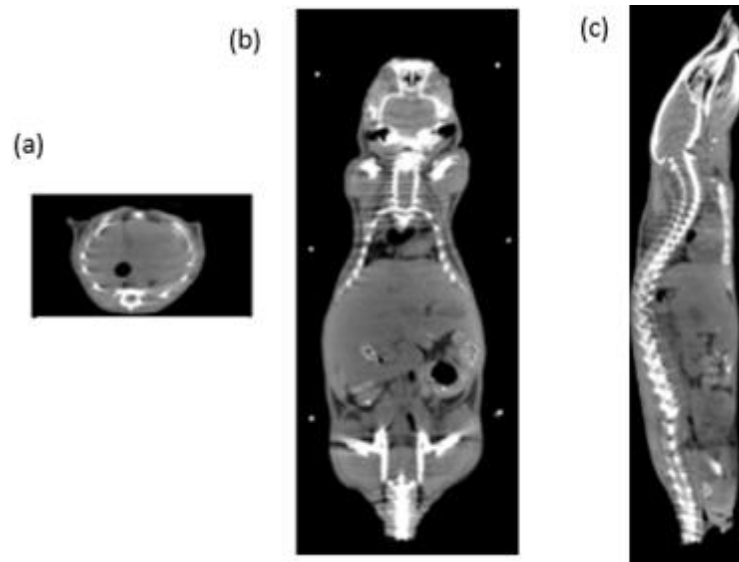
Representação de um *slice* pertencente aos dados CT.
